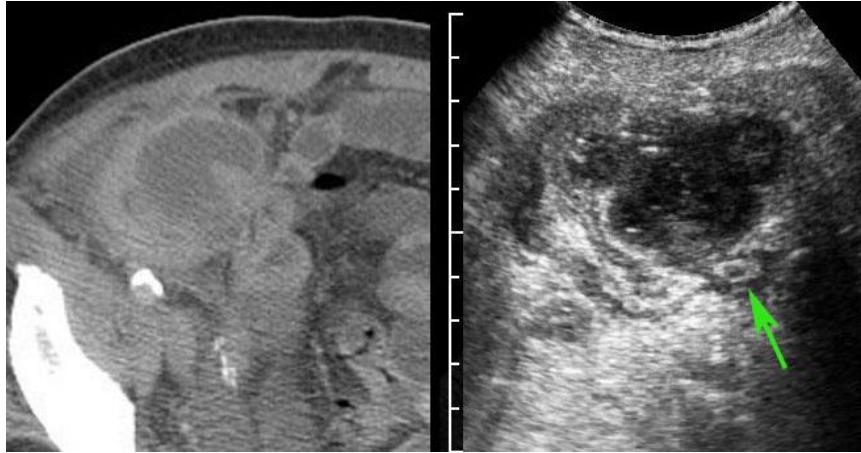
Se muestra la presencia de un paciente con plastrón apendicular, mostrando en la imagen de la derecha una ecografía donde se logra apreciar además la estructura apendicular (marcado con flecha verde).
